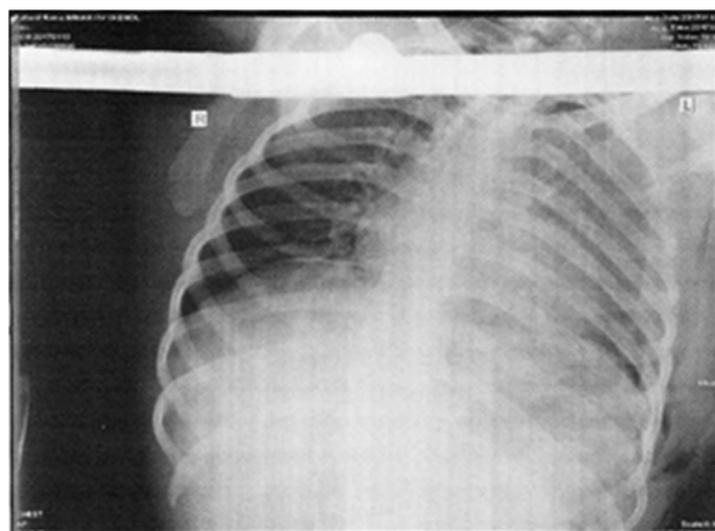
RADIOGRAPHY OF CHEST /facial in lying position. - Hemothorax on the left, contusive outbreaks in the upper, middle and lower pulmonary fields on the left, cardiovascular and mediastinal shadows projection visualized on the left, subcutaneous emphysema on the left axillary
